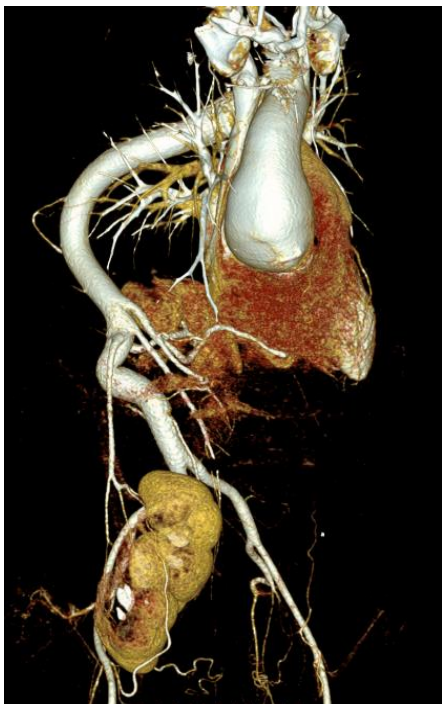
КТ панаортография пациентки с аневризмой восходящей аорты. 3D VRT изображения аорты.
